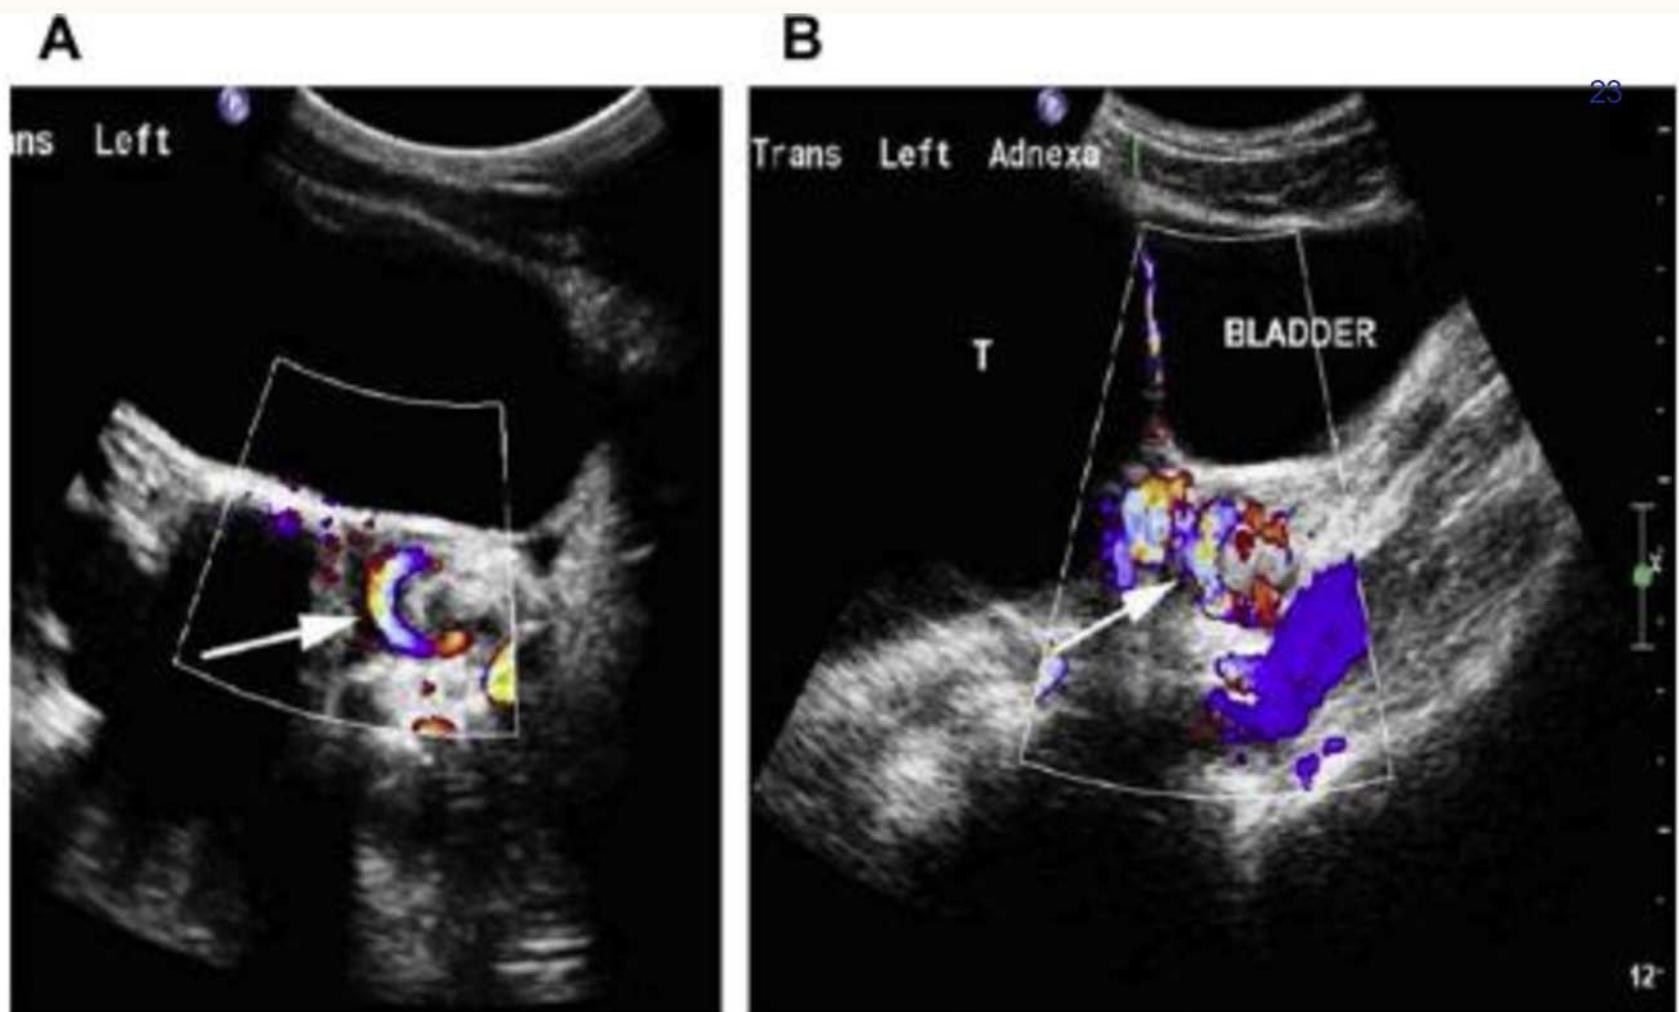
Ultrasound whirlpool sign in ovarian torsion. (A, B) Color flow on Doppler ultrasound images demonstrates the twisted pedicle (arrows) in a 12-year-old girl with a large, mature cystic teratoma (T) arising from the left adnexa, representing the lead point for left adnexal torsion. (From Ngo AV, Otjen JP, Parisi MT, et al. Pediatric ovarian torsion: a pictorial review. Pediatr Radiol 2015;45:1849; with permission.)
